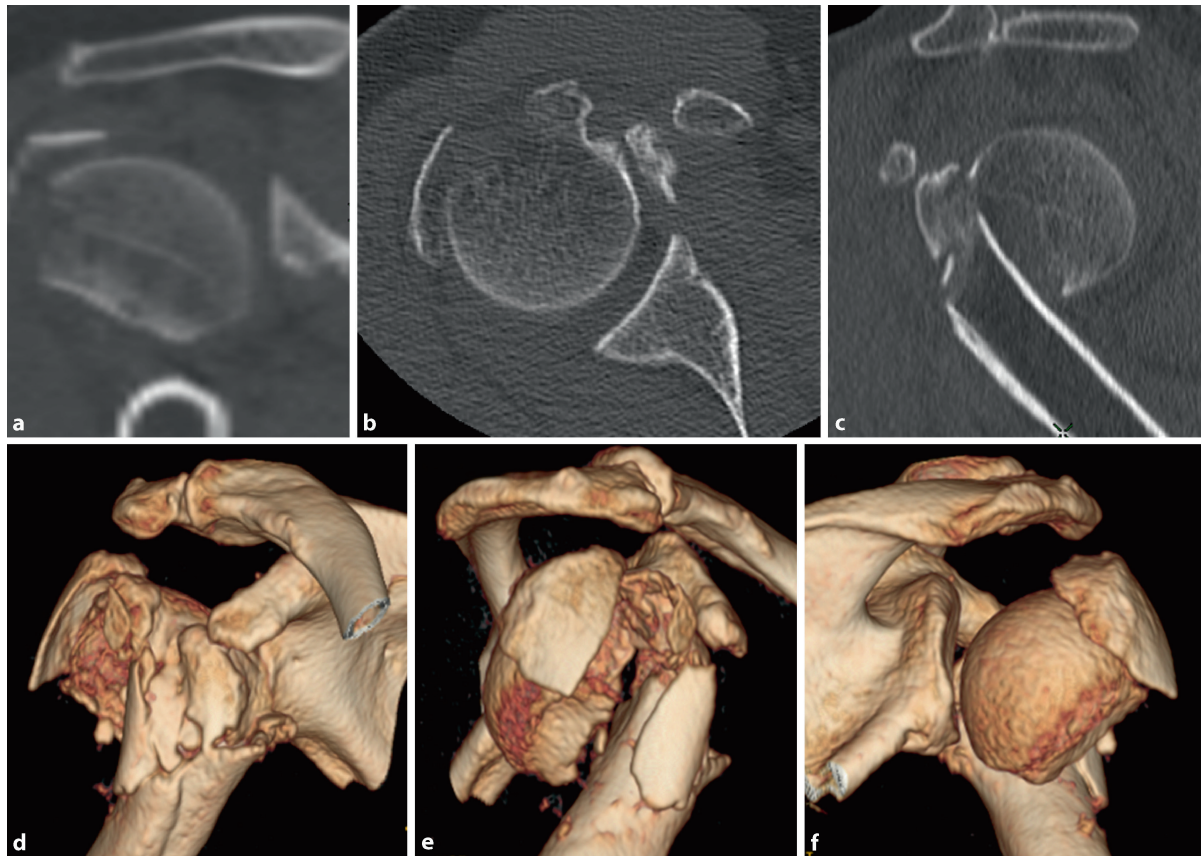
Varisch distrahierte 4-Segment-Fraktur. a CT: koronare Schicht, b CT: axiale Schicht, c CT: sagittale Schicht, d 3-D-CT von ventral, e 3-D-CT von lateral, f 3-D-CT von dorsal
